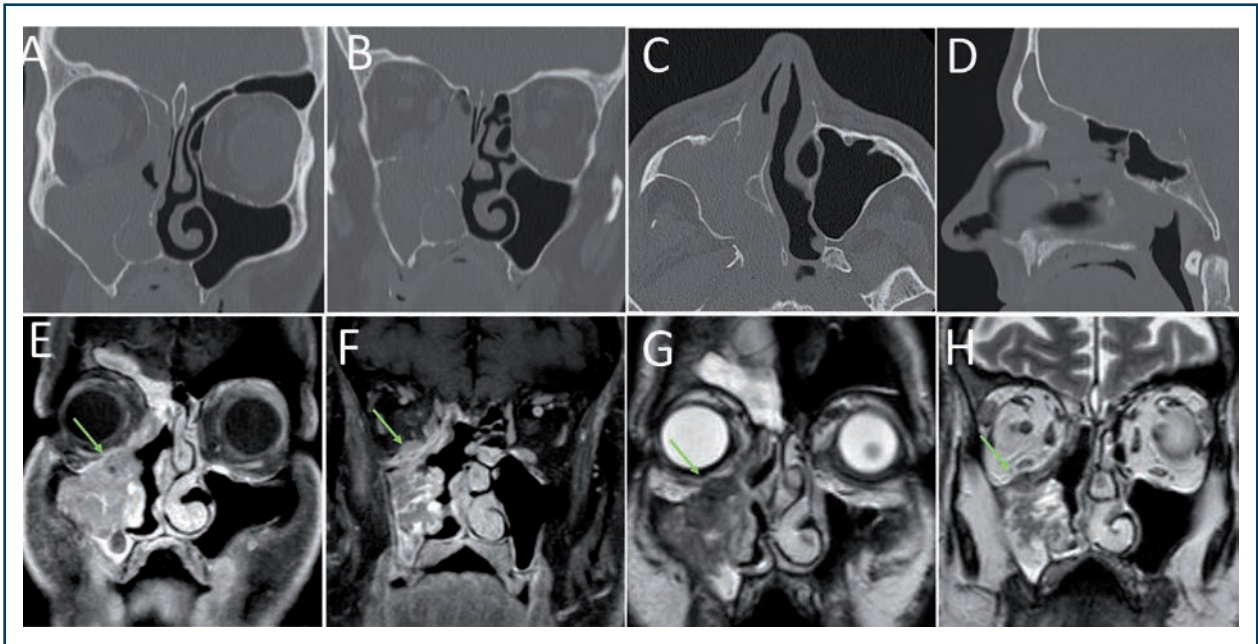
Carcinome épidermoïde bien différencié de la suprastructure du sinus maxillaire droit chez un homme de 51 ans, (A-D) scanner en fenêtre osseuse, (E-H) IRM en séquence T1 injectée (E,F) et T2 (G,H). L'extension se porte vers le haut (contrairement aux formes de la Figure n° 2) avec envahissement de canal infra-orbitaire et du nerf V2 (flèche verte).
